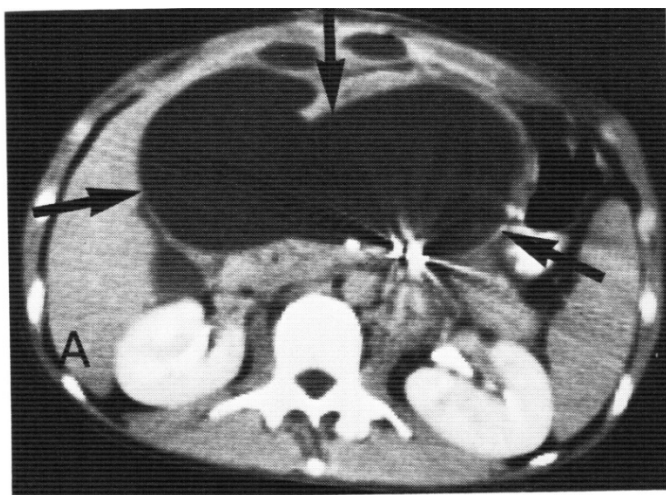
Комп'ютерна томограма: рідинне утворення (псевдокіста) тіла підшлункової залози
